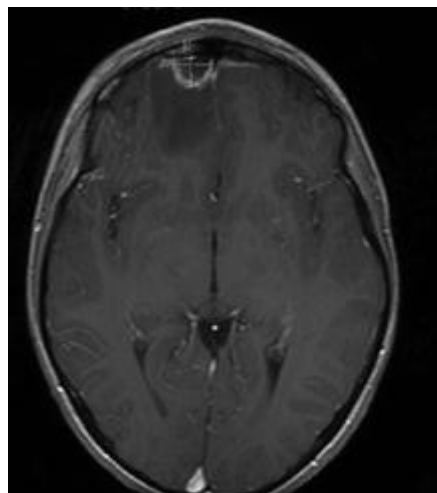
RM (T1) com contraste mostra abscesso epidural frontal à direita, com edema circundante¹¹³
